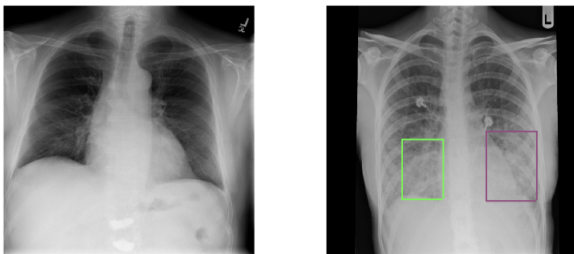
Radiografía de un paciente sano y un paciente con neumonía con sus correspondientes *bounding boxes*.
